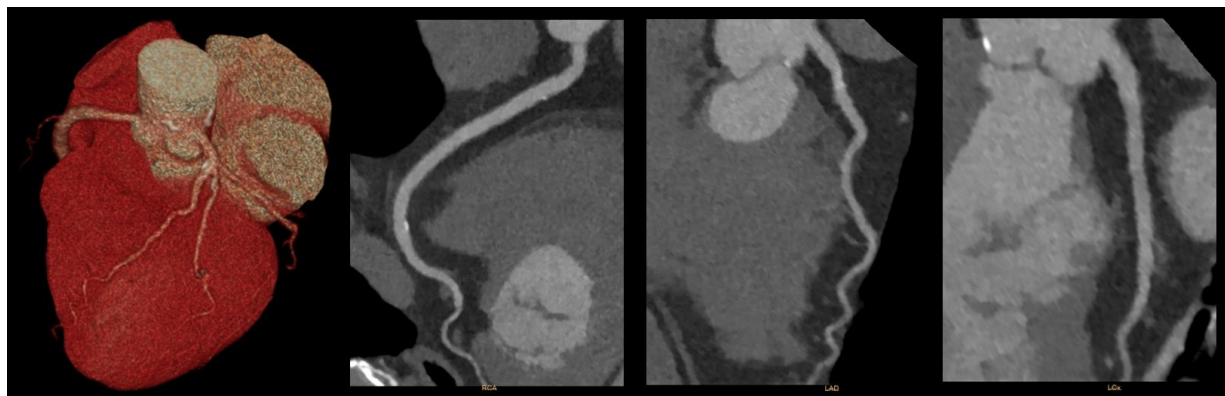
造影剤使用量 9mL の心臓 CT 画像 (画像提供: みなみ野循環器病院)
